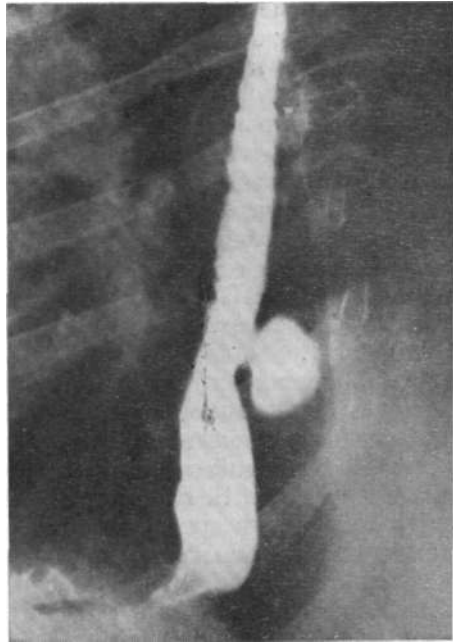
Рентгенограмма. Большой бифуркационный дивертикул и дивертикулит.
